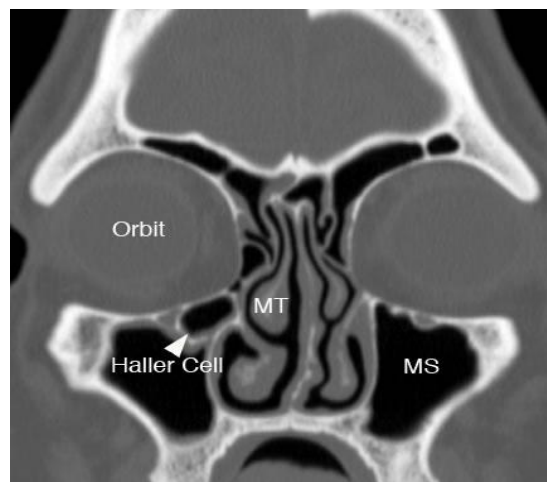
TAC senos paranasales. Corte coronal. Celdas de Haller (Haller Cell). Cornete medio (MT). Orbita (orbit). Seno maxilar (MS).
